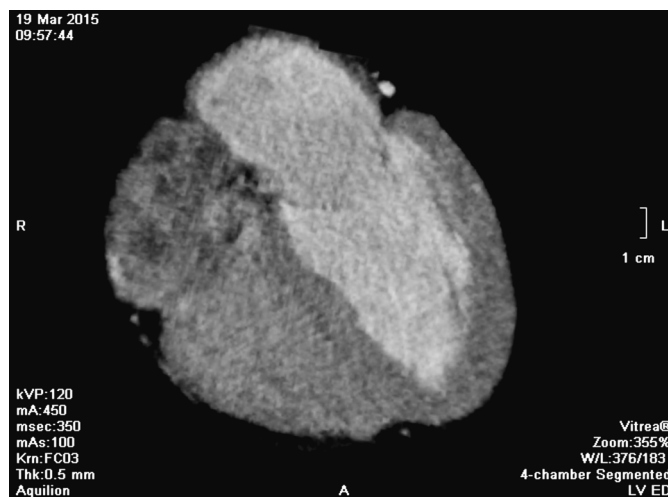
Результаты рентгеноконтрастной вентрикулографии больного от 2015 г.
